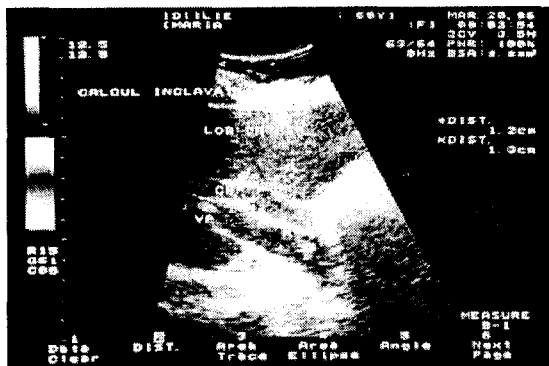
Ecografie: litiaza coledociană.
